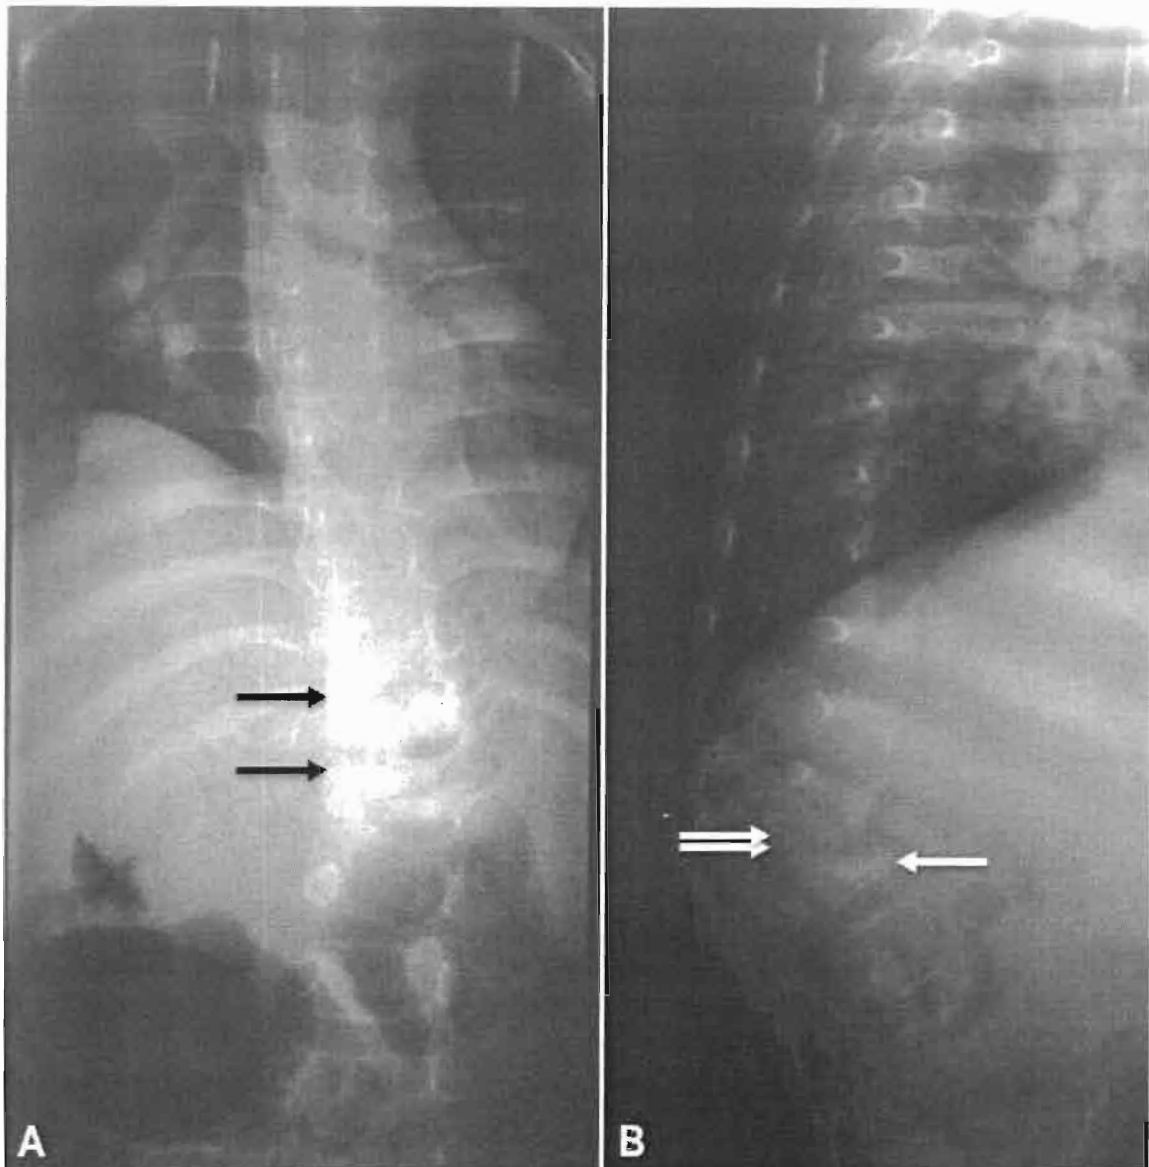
Radiographie du rachis thoraco-lombaire de face (A) et de profil (B) chez un nourrisson de 02 ans qui a été reçu pour des adénopathies cervicales fistulisées par en endroits, une toux chronique, une fièvre au long cours et otorrhées purulentes. Elles permettent de noter une spondylodiscite bifocale T11-T12, T12-L1 (A, flèches) avec un tassement antérieur somatique de T12 (B, flèche) et une gibbosité T11-T12 (B, double flèches).
